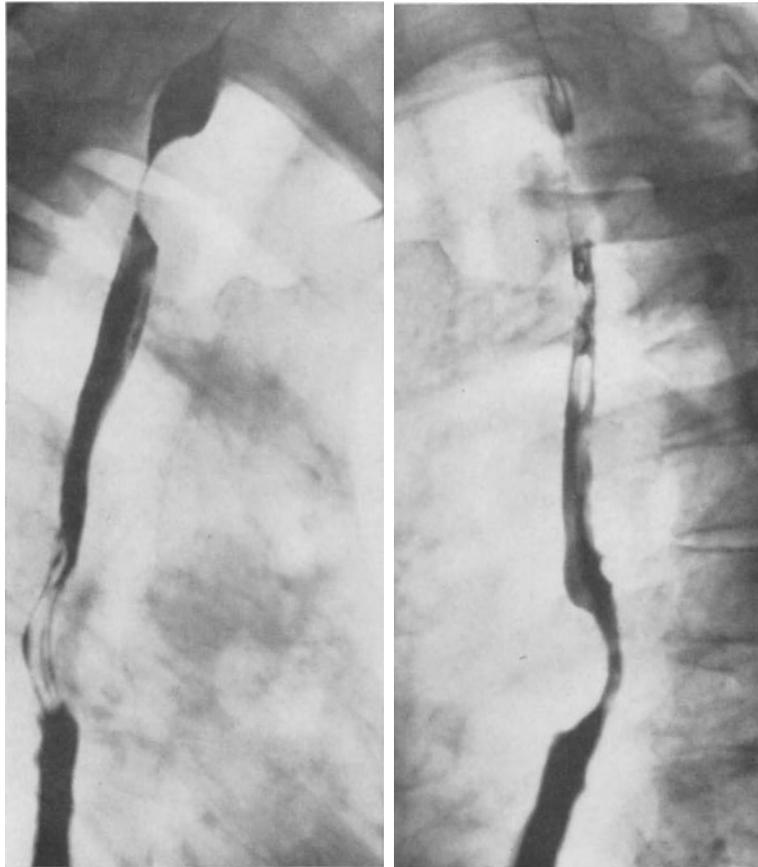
Oesophagogramm bei Doppelcarcinom der Speiseröhre. Röntgenologisch gutartige Tumoren vortäuschend
